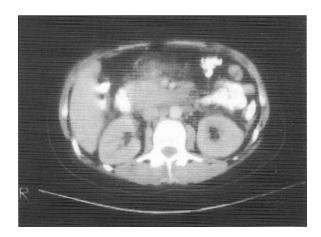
Ecografia abdominal. Se observa aumento en el tamaño de la cabeza del páncreas con pobre delimitación de los contornos perípancreáticos, aumento de la densidad de la grasa en la raíz del mesocolon transverso y engrosamiento de la fascia perirrenal izquierda por líquido en el espacio pararrenal anterior.
